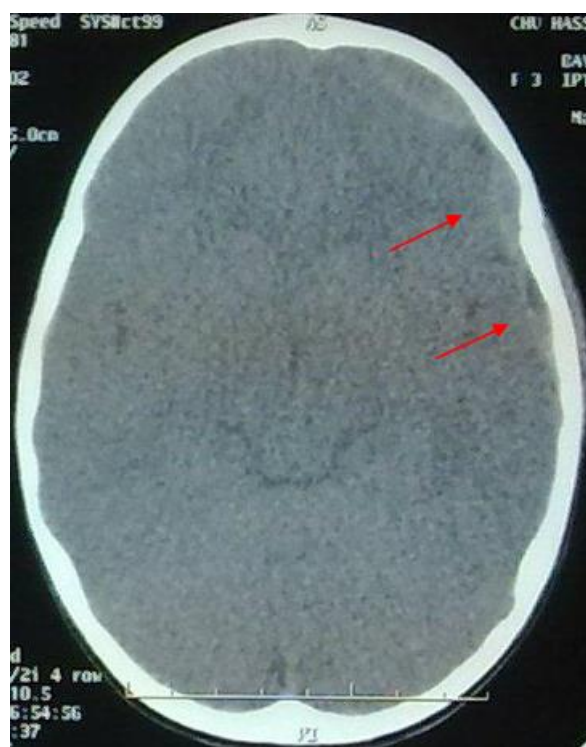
Image d'une TDM montrant une HSDA fronto-temporo-pariétal gauche, chez un enfant de 3 ans victime d'une chute estimée à 3 mètres
